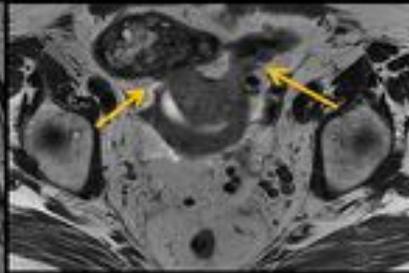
PAPEL DEL RADIÓLOGO EN LAS RECURRENCIAS: ADENOPATÍAS FUSIÓN PET-RM en adenocarcinoma de cérvix con adenopatía obturatriz interna izquierda
